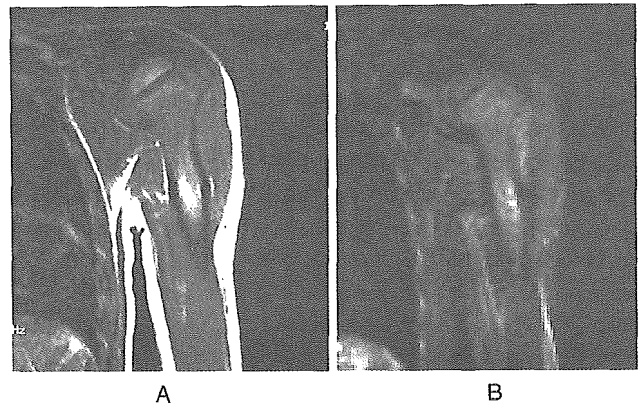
MRI at 11 months after surgery (A, T1-weighted image; B, T2-weighted image). No local tumor recurrence is detected.
